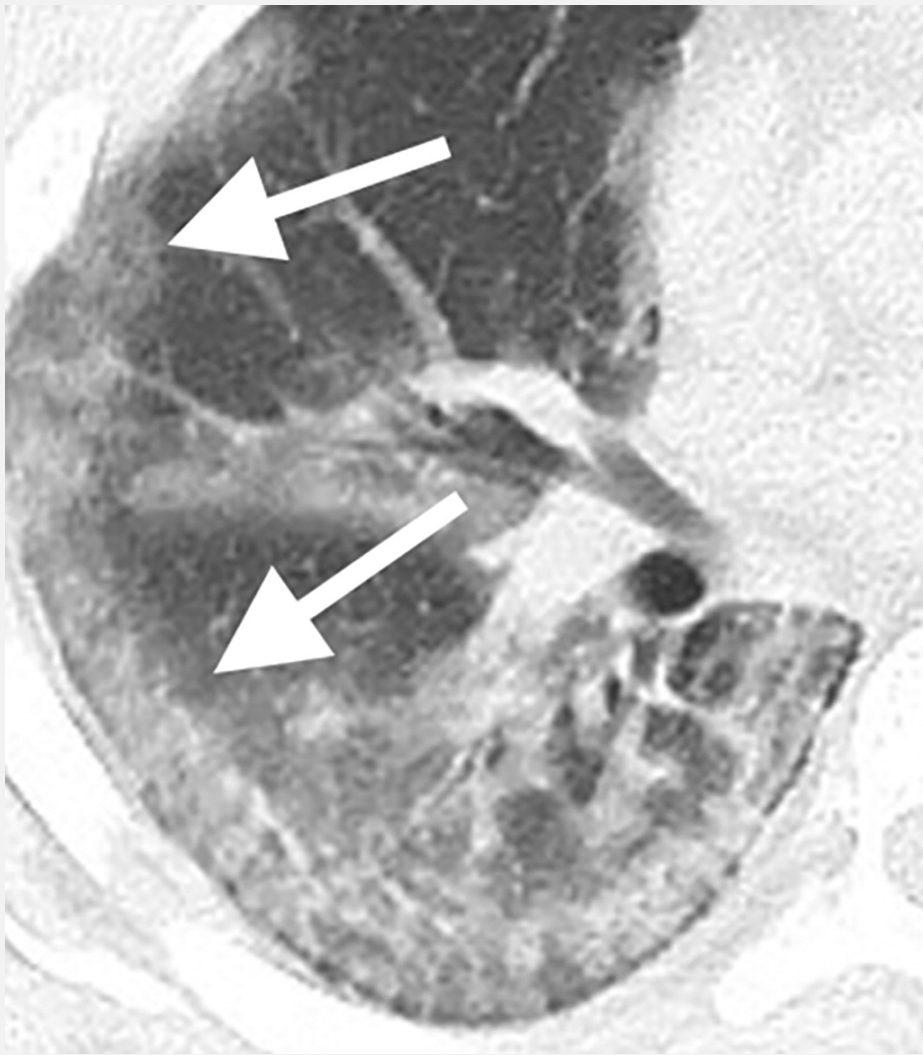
Images in a 29-year-old man with unknown exposure history who presented with fever and cough ultimately requiring admission to intensive care unit. (a) Axial thin-section unenhanced CT scan shows diffuse bilateral confluent and patchy ground-glass (white arrows) and consolidative (black arrows) pulmonary opacities. (b) Axial unenhanced image shows that the disease in the right middle and lower lobes has a striking peripheral distribution (arrows).
